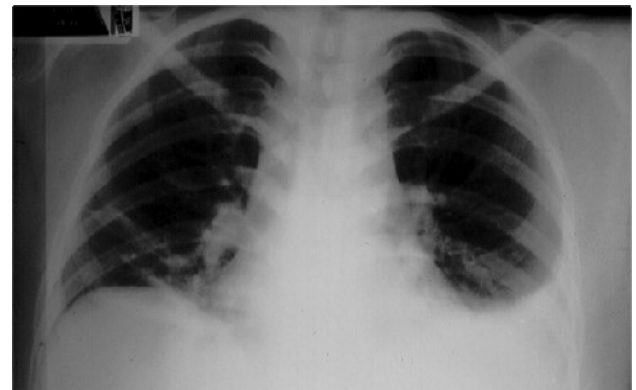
Telerradiografía de tórax P-A. Se observa borramiento de senos costo-diagrágicos y atelectasia pulmonar derecha.
